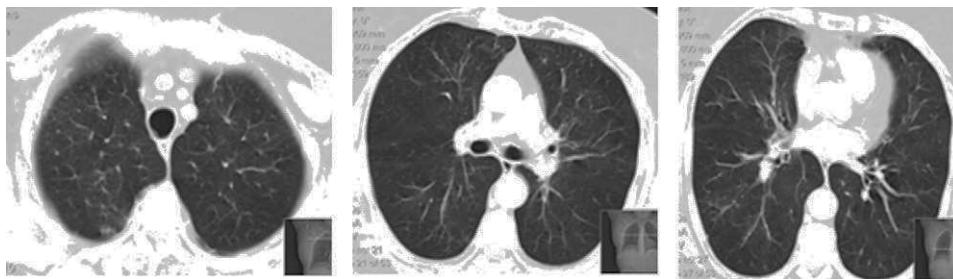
Tomografia computadorizada do tórax – resolução dos infiltrados pulmonares.
